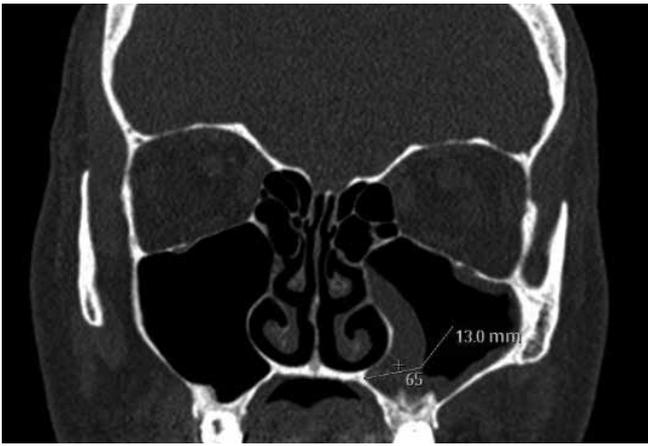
Компьютерная томография пациента с пролиферативными воспалительными изменениями в нижнемедиаальных отделах левой верхнечелюстной пазухи
